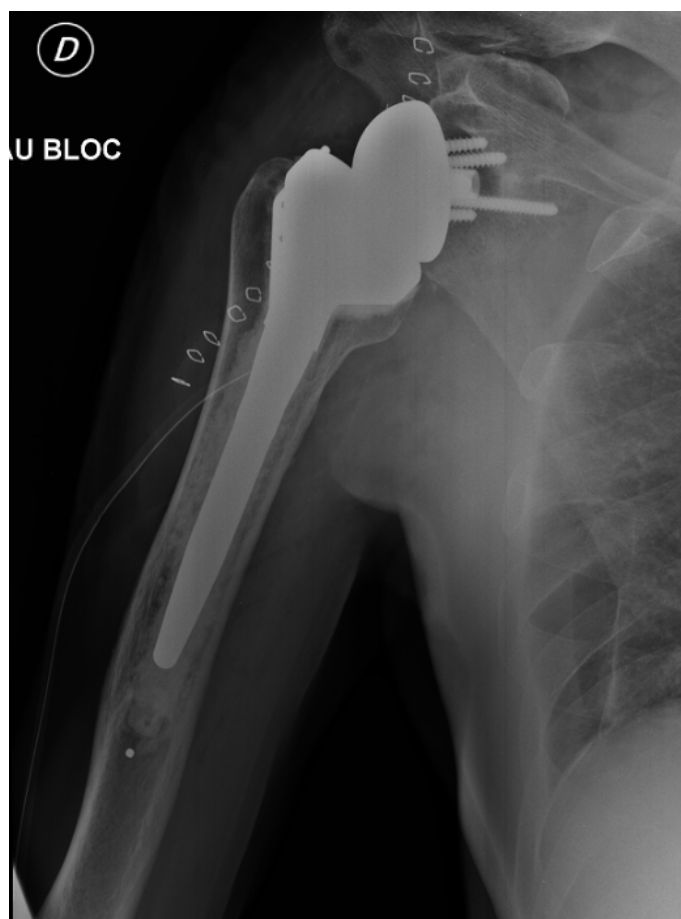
Radiographie d'épaule de face en rotation neutre post-opératoire immédiate après arthroplastie d'épaule inversée.
